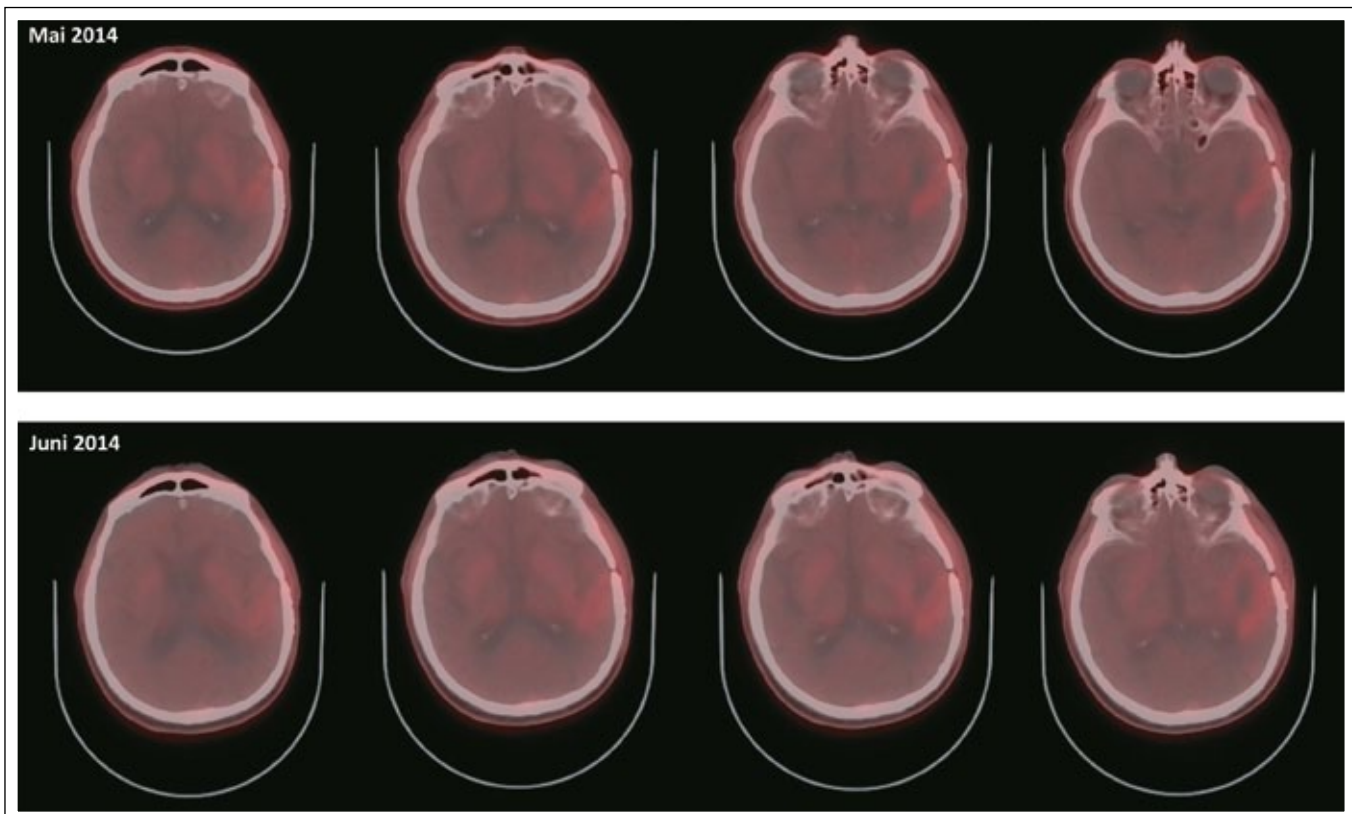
Follow-up-Imaging vom Juni 2014: im FET-PET trotz rezidivierender fokal komplexer Anfälle kein vermehrter Tracer-Uptake im Vergleich zu den Vorbildern vom Mai 2014
